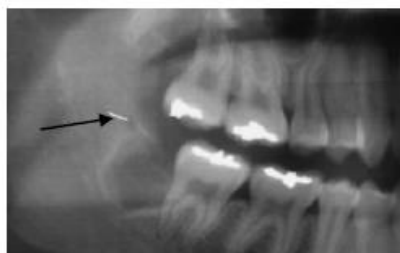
Radiographie panoramique montrant un fragment d'aiguille (flèche noire) suite à sa rupture dans les tissus mous lors d'une anesthésie tronculaire.
